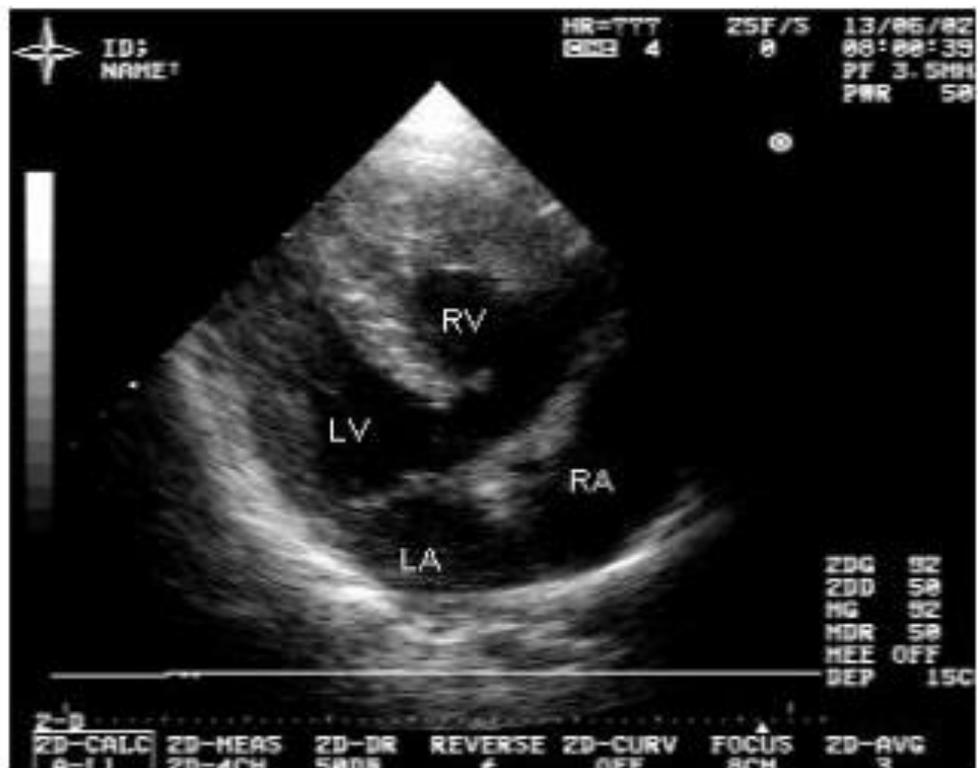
Эхокардиографическая картина при тетраде Фалло (визуализация через верхушки сердца)
